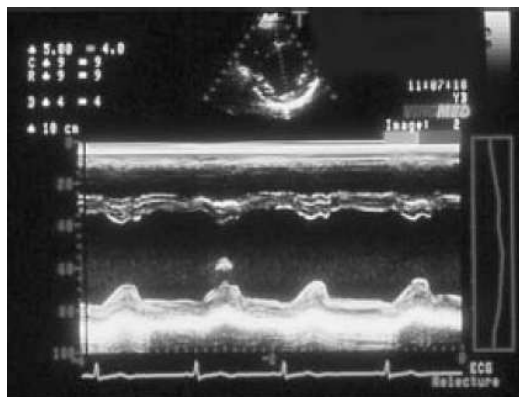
Coupe du VG en échographie TM ; de haut en bas de la figure sont visualisés : la paroi antérieure du VD, le VD, le septum interventriculaire, la cavité du VG et la paroi postérieure du VG. Le repérage du plan de coupe se fait sur l'écho 2D (en haut de la figure) (d'après [Bernard 2002]).
